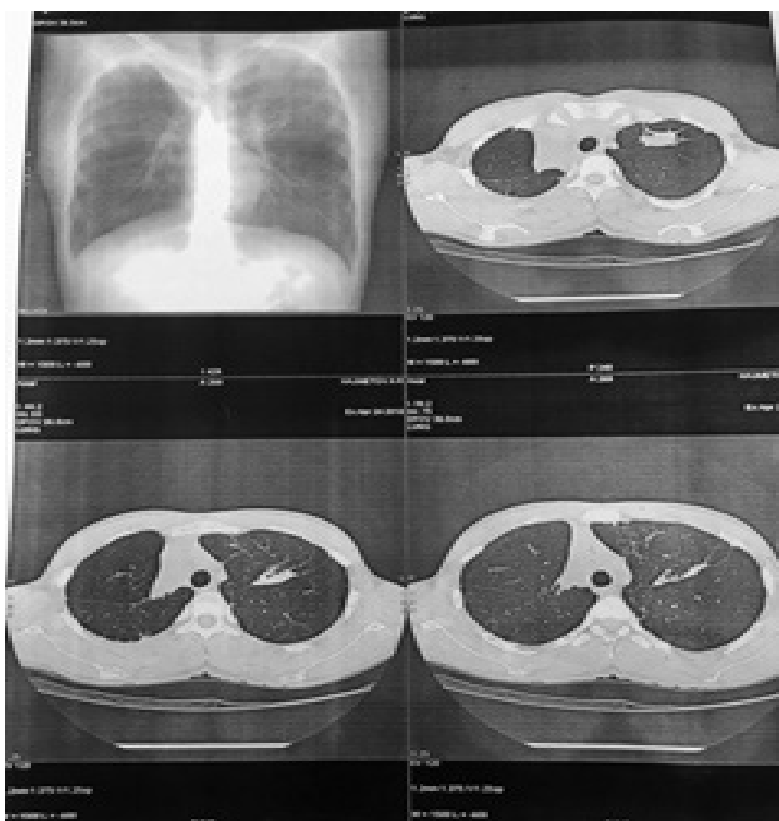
Контрольная компьютерная томограмма больного X., 22 лет через 3 месяца после клапанной бронхоблокации
